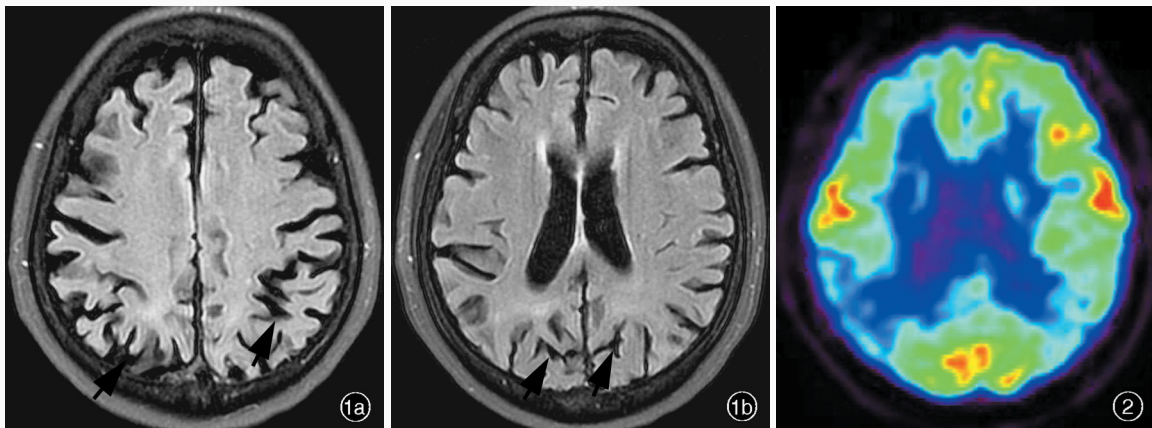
头部 MRI 检查所见 1a 横断面 FLAIR 成像显示双侧顶叶萎缩(箭头所示) 1b 横断面 FLAIR 成像显示双侧枕叶轻度萎缩(箭头所示) 图 2 头部 ^{18}F -FDG PET 可见双侧顶叶、颞叶葡萄糖代谢显著降低,以右侧为著,右侧枕叶部分代谢降低(蓝色区域所示)
